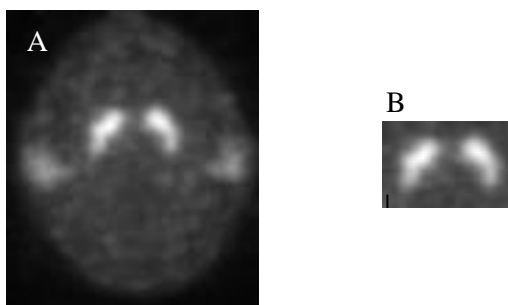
Projeção [¹²³I]FP-CIT SPECT com captação diminuída num paciente com DP, com evidência das parótidas (A) resultado da operação de corte baseada na MIP com as dimensões 44×41 (B).
